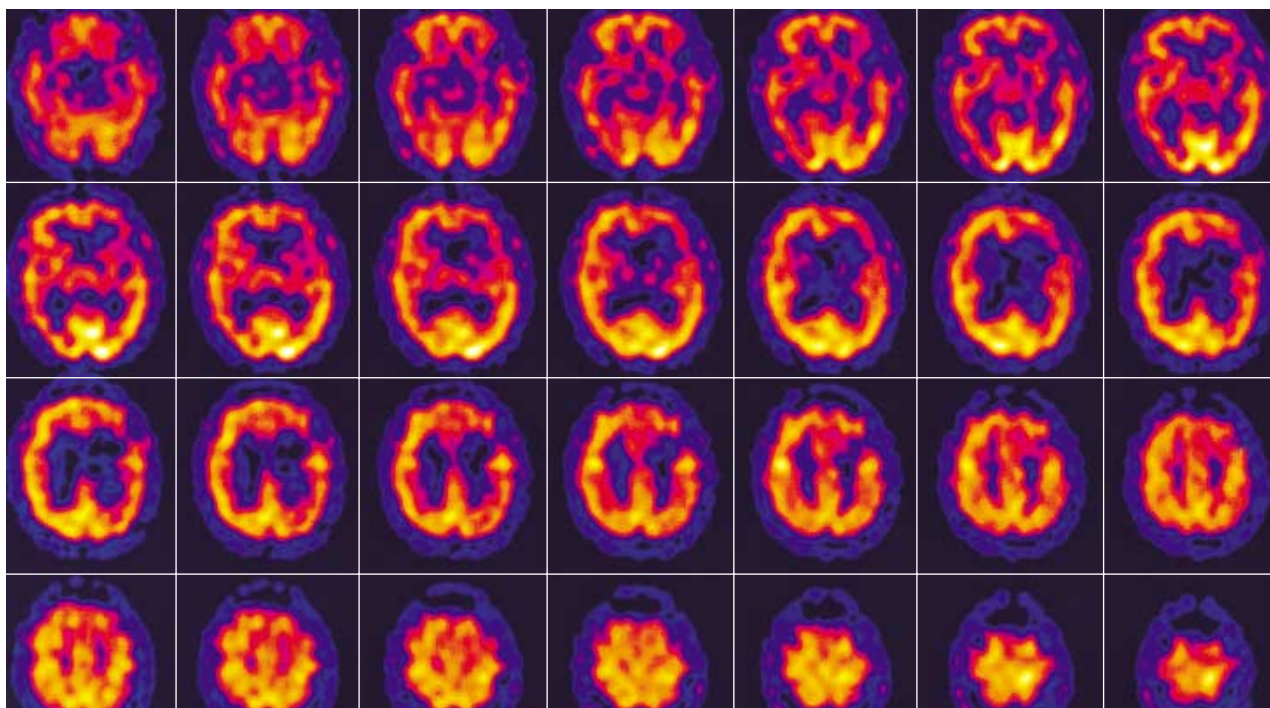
Brain SPECT. Brain SPECT shows large perfusion defect in the left basal ganglia, frontal lobe and right cerebellum.
